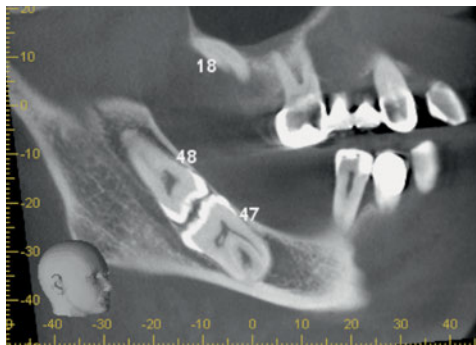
Im sagittalen Schnittbild der digitalen Volumentomographie (DVT) erkennt man eindrücklich die charakteristische Konfiguration der verlagerten und retinierten Molaren 47 und 48 («kissing molars»).
